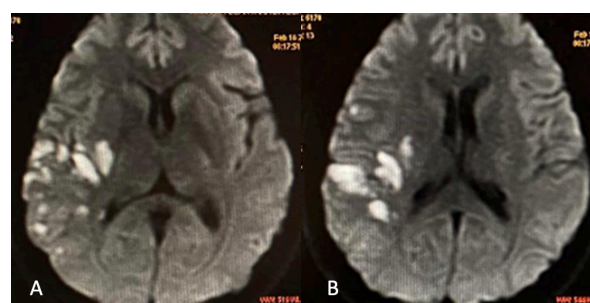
Ressonância magnética feita na admissão
